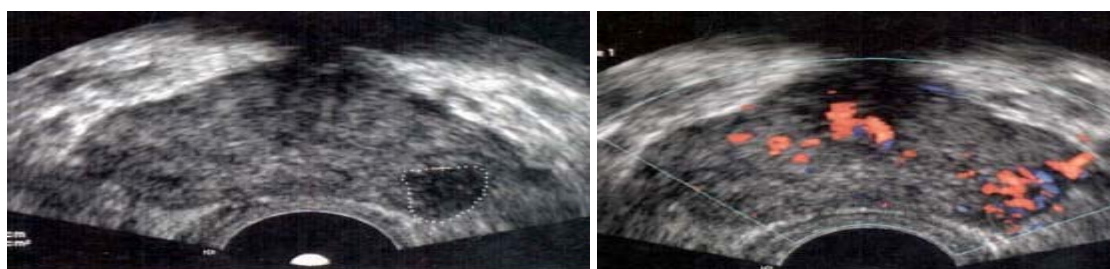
Image échographique visualisant une masse prostatique hypoéchogène hétérogène avec hyper vascularisation au Doppler
